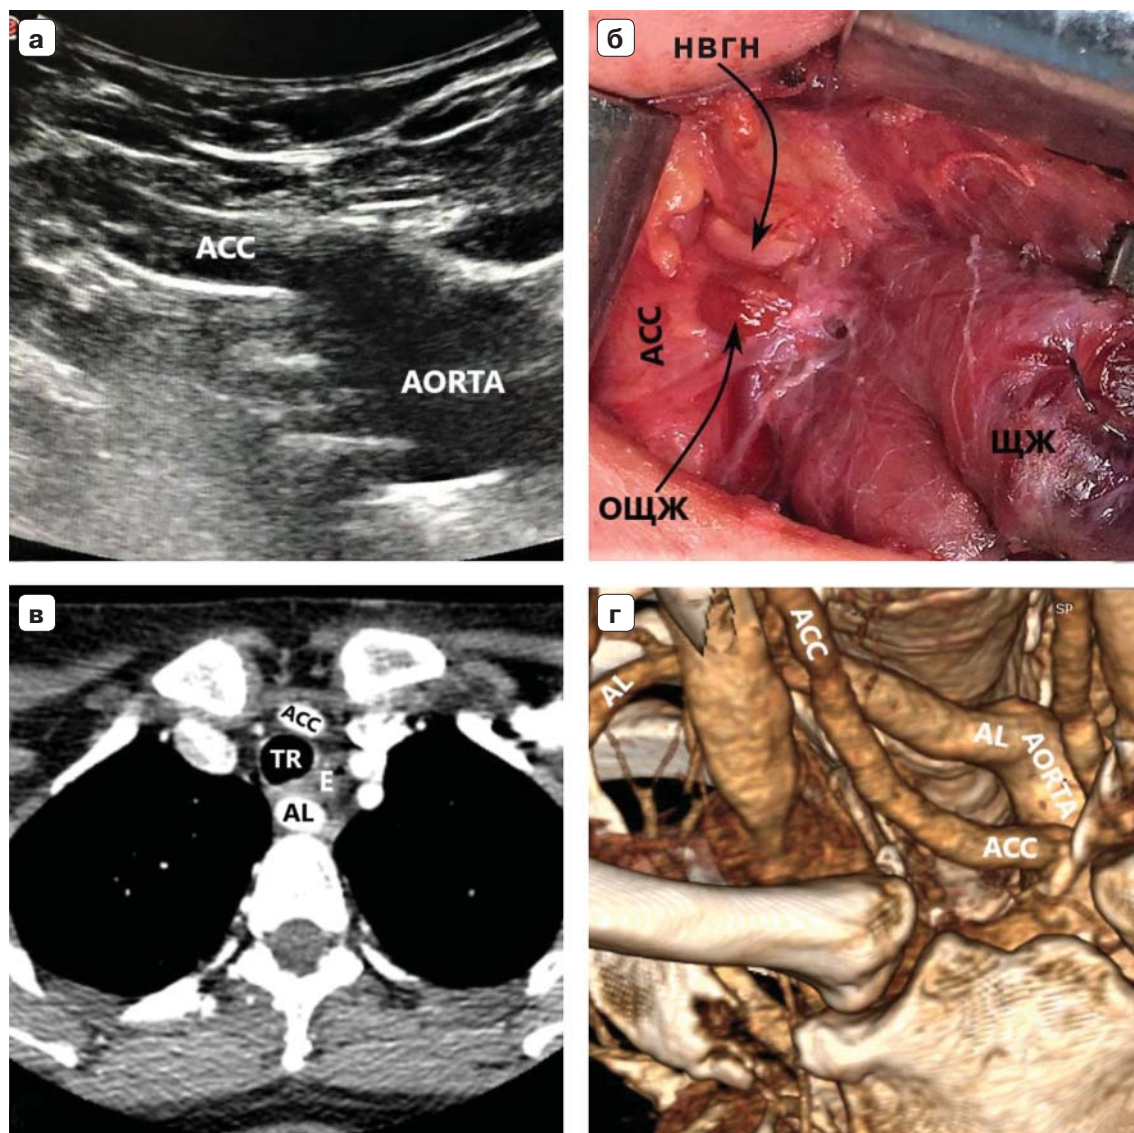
Пациентка 32 лет, индекс массы тела (ИМТ) – 18,5. а – УЗИ сосудов верхнего средостения конвексным датчиком в В-режиме (цветное дуплексное сканирование менее информативно из-за множества помех от дуги аорты). Правая общая сонная артерия прослежена до дуги аорты (БЦС не выявлен). б – интраоперационная картина. НВГН IIА типа (по Avisse–Toniato) имеет горизонтальный ход. в – аксиальный КТ-скан с ангиографией сосудов дуги аорты. AL располагается позади трахеи и пищевода. г – компьютерная трехмерная реконструкция демонстрирует синтопию AL с общей сонной артерией. AL является последней, четвертой ветвью дуги аорты. ACC – arteria carotis communis dexter, TR – trachea, E – esophagus.
